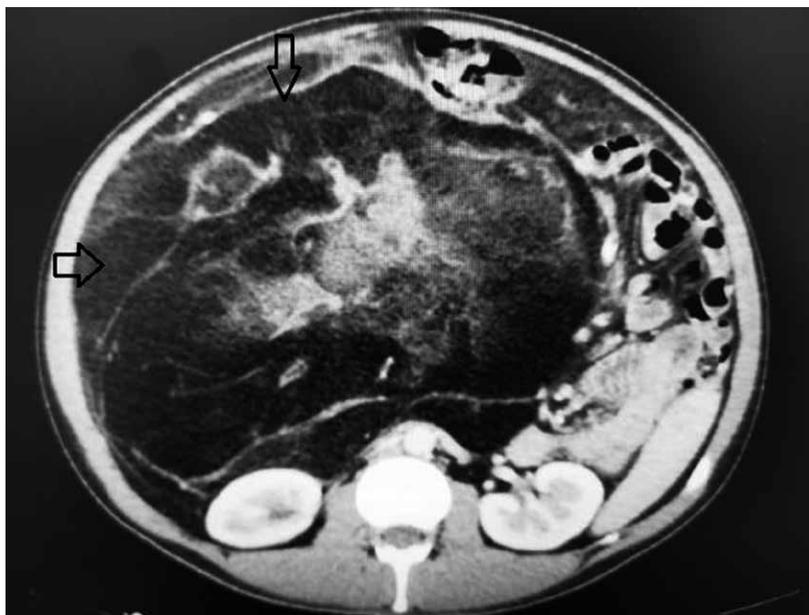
Tomografía axial computarizada que muestra la tumoración.
